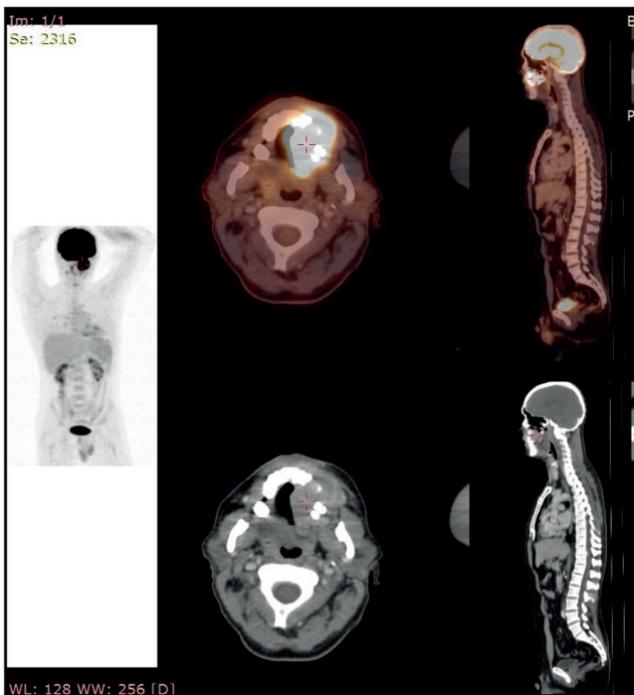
Позитронно-эмиссионная томография всего тела (до начала инициальной терапии)
